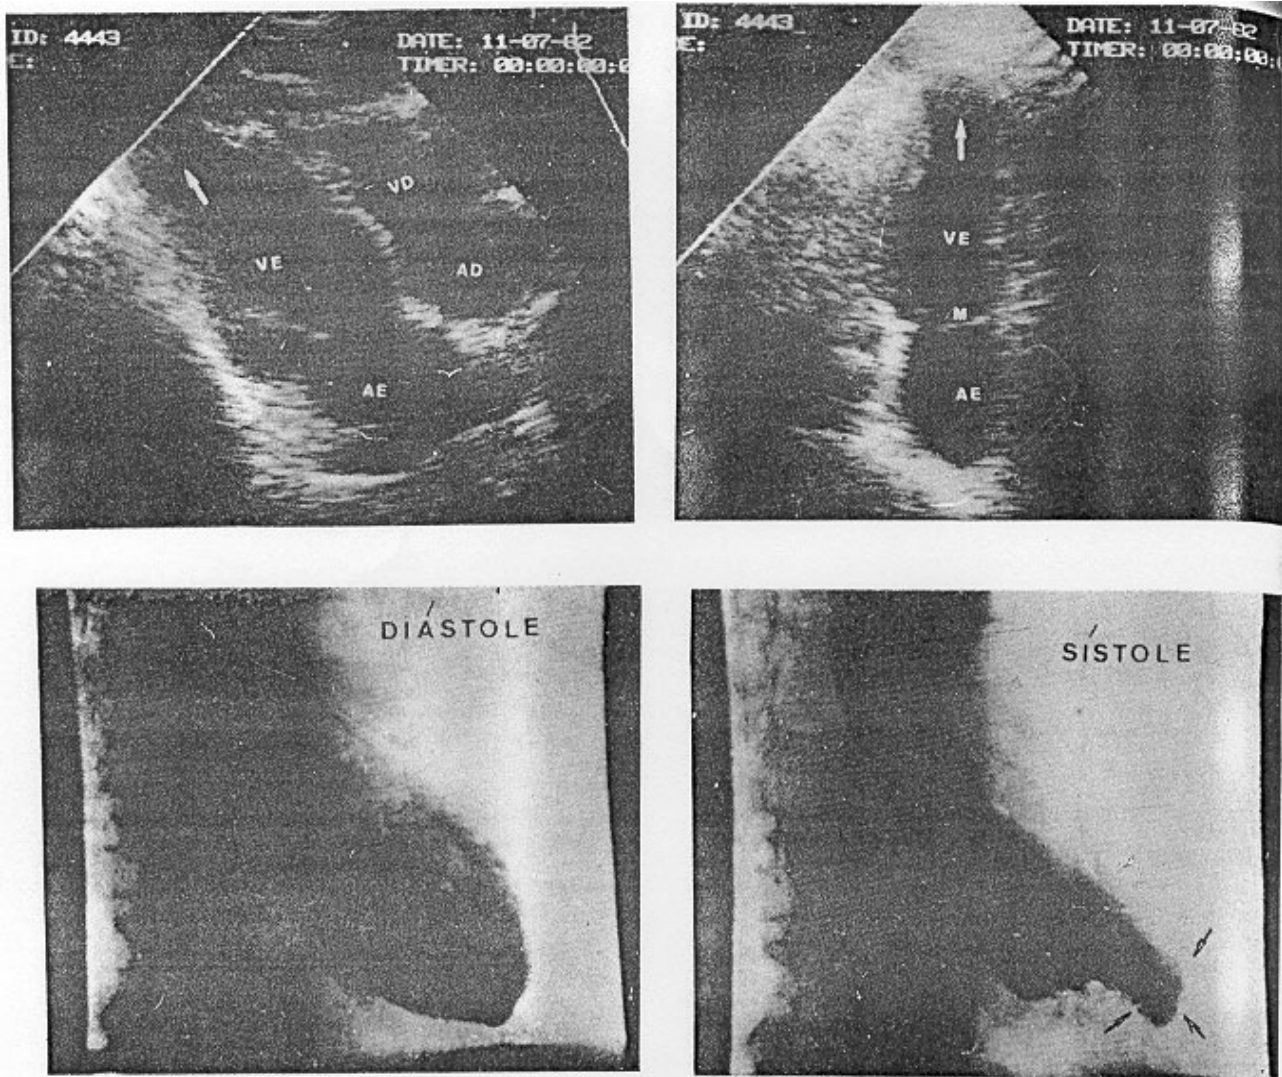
Caso 9. Ecocardiograma - 2D no corte subsifóide e apical 2 câmara evidenciando lesão apical (seta), do tipo raquete de tênis, visto na cineventriculografia esquerda durante a sístole (seta)
